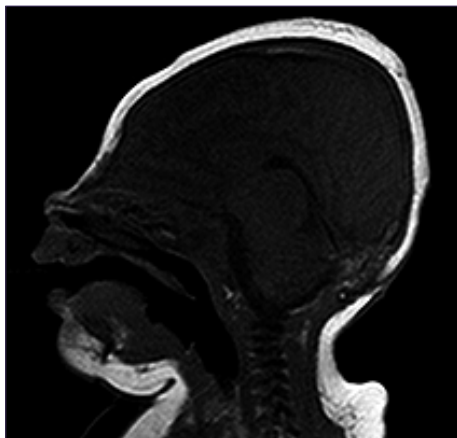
RM cerebral de paciente con infección de herida operatoria.
